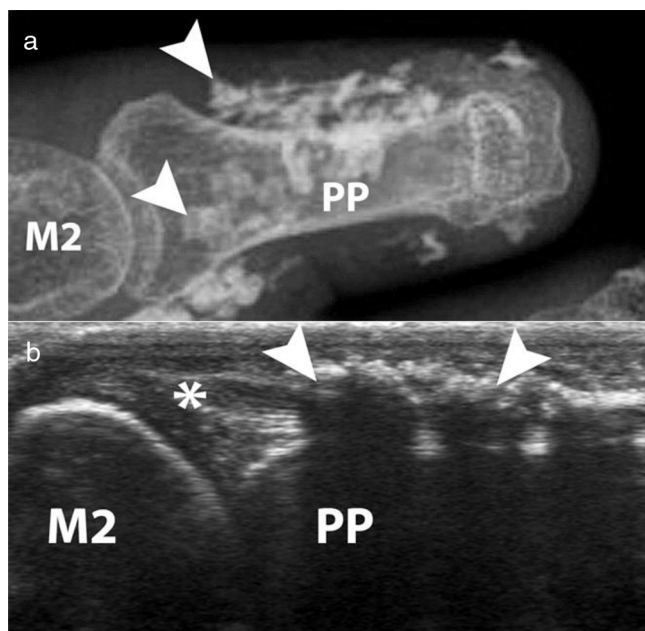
Calcinoses del dedo índice en un paciente con SSc. A) Radiografía simple. B) Ecografía. Adaptado con permiso de Freire et al.⁷³.
